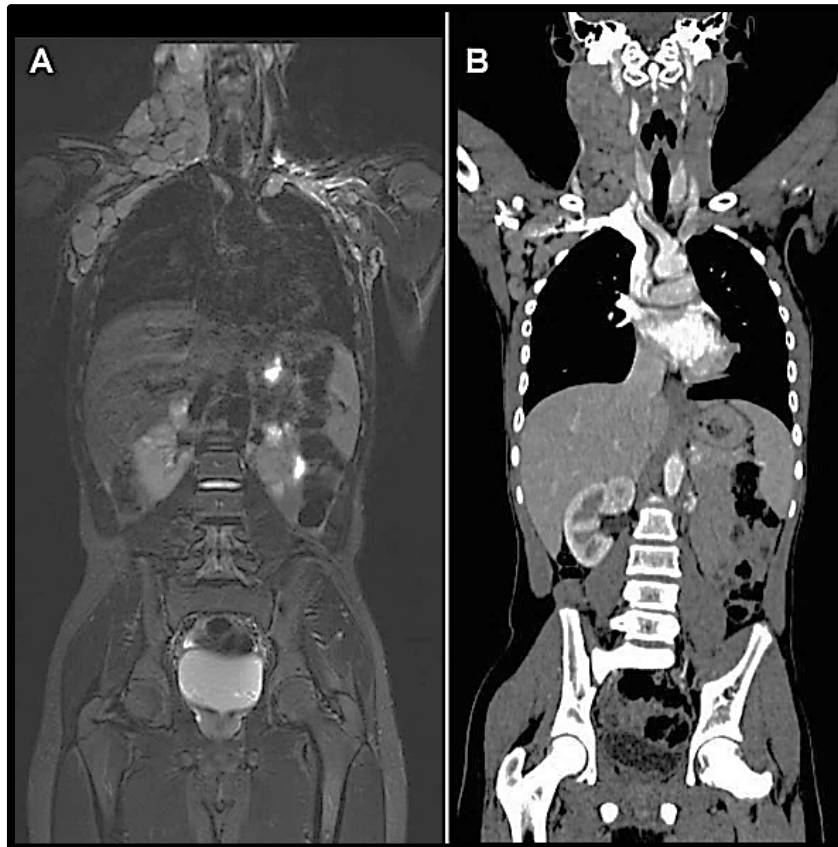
Cortes frontales de torso humano a) obtenido vía MRI; b) obtenido vía CT²⁷.
